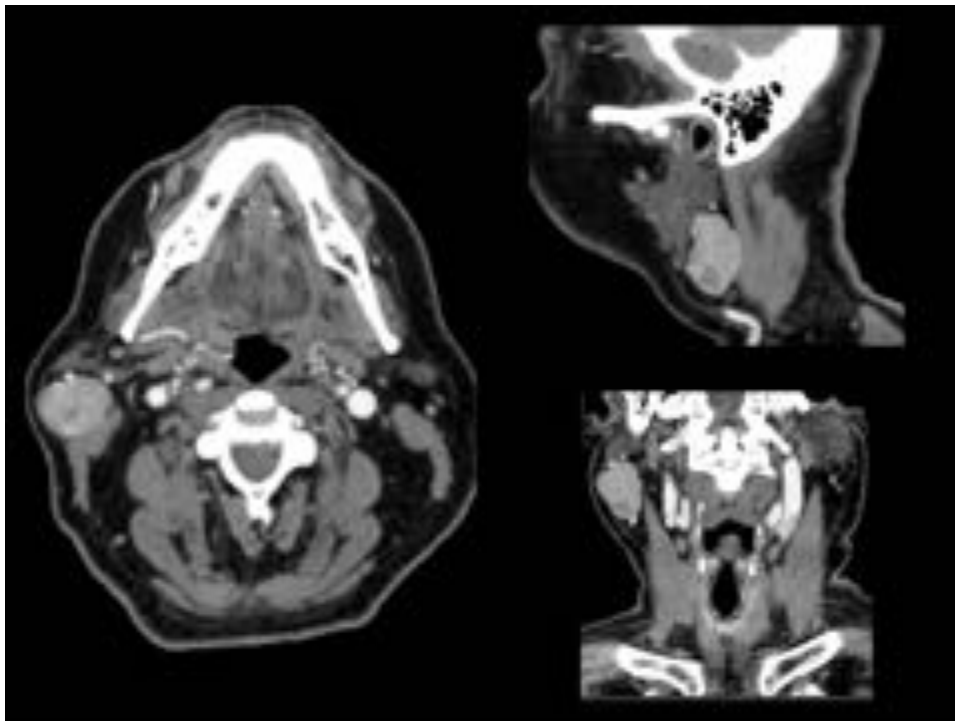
Corte axial y reconstrucción sagital y coronal de TC de cara con contraste en el que se observa masa redondeada bien delimitada, localizada en lóbulo superficial de la parótida derecha que realza de forma heterogénea tras la administración del contraste.
